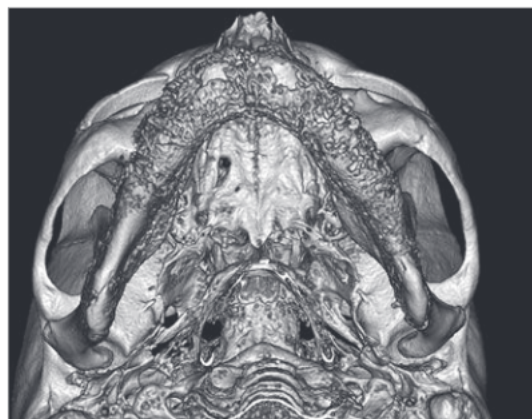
3D-КТ-ассимилированные периостальные наслоения нижней челюсти.
